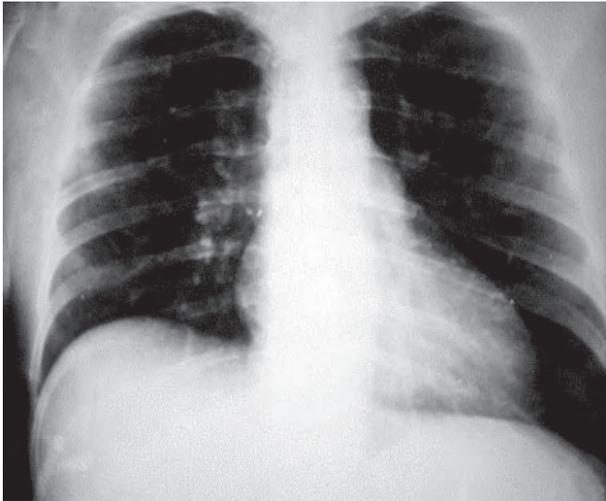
Telerradiografía de tórax preoperatoria. Solo se aprecia elevación de hemidiafragma derecho, no hay evidencia de lesiones metastásicas.
